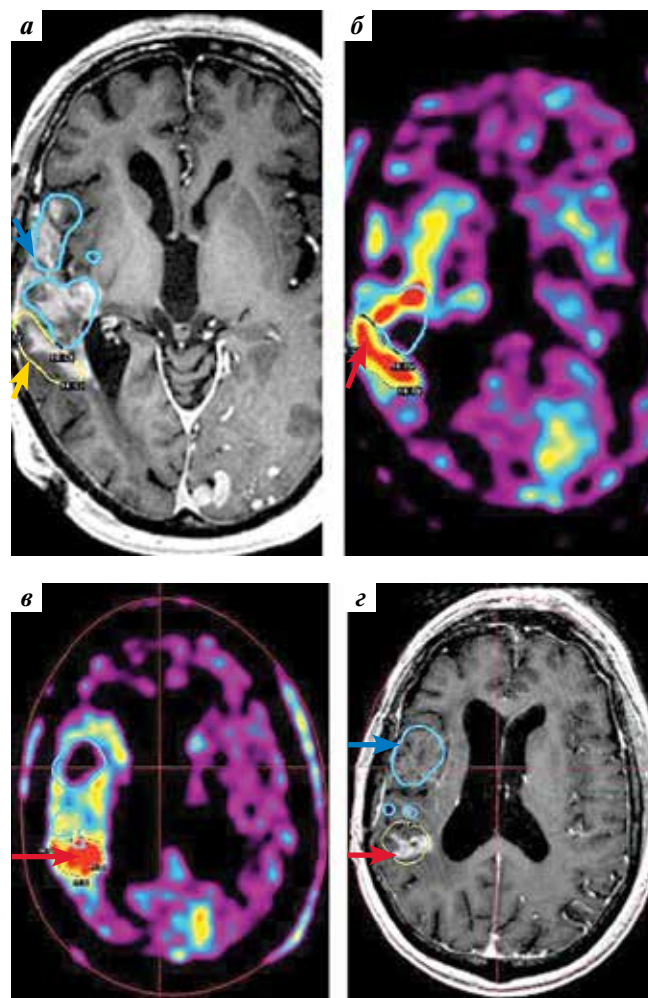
Пациент Т., 61 года. Магнитно-резонансная томография головного мозга в аксиальной проекции с контрастным усилением в режиме T1 (а, г) и позитронная эмиссионная томография головного мозга с ¹¹С-метионином, совмещенная с компьютерной томографией (04.09.2018) (б, в). Оценка результата стереотаксического радиохирургического лечения в системе Leksell Gamma Plan 10.1. Красной стрелкой обозначен очаг продолжающегося роста глиобластомы правой височной доли, желтой стрелкой и линией — предписанная изодоза, синей стрелкой и линией — изодоза предыдущего лечения
